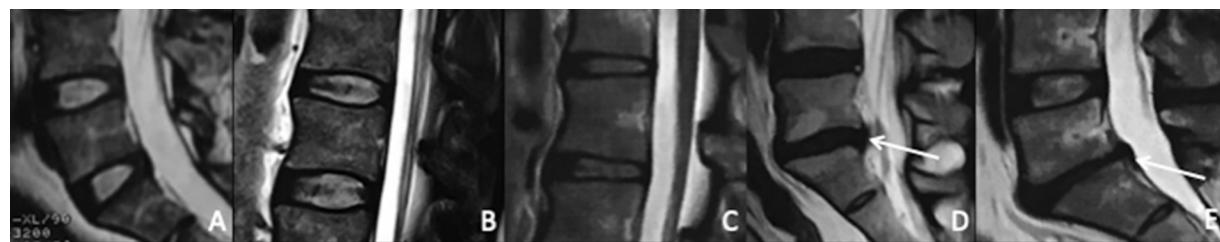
Classificação de degeneração discal de Pfirrmann exemplificada por imagens de ressonância magnética de indivíduos do grupo avaliado no estudo. (A) Grau de Pfirrmann 1: núcleo pulposo hiperintenso e homogêneo, e altura do disco preservada; (B) grau 2: núcleo pulposo hiperintenso com bandas hipointensas horizontais e altura do disco preservada; (C) grau 3: núcleo iso/discretamente hipointenso, sem redução ou com redução leve da altura do disco; (D) grau 4: núcleo hipointenso com significativa perda da altura do disco; e (E) grau 5: disco difusamente hipointenso e colapsado.
